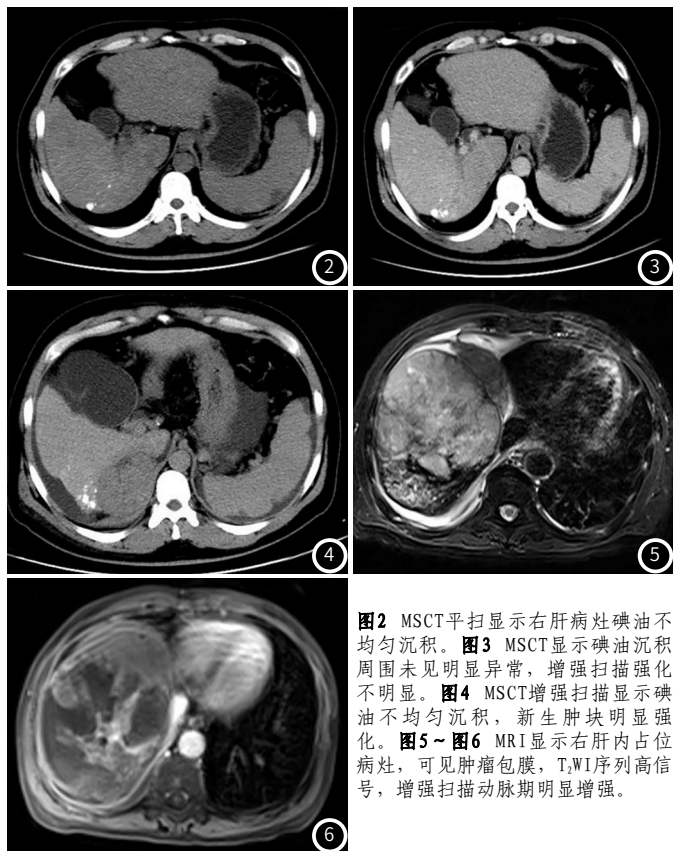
MSCT平扫显示右肝病灶碘油不均匀沉积。图3 MSCT显示碘油沉积周围未见明显异常，增强扫描强化不明显。图4 MSCT增强扫描显示碘油不均匀沉积，新生肿块明显强化。图5~图6 MRI显示右肝内占位病灶，可见肿瘤包膜，T₂WI序列高信号，增强扫描动脉期明显增强。
